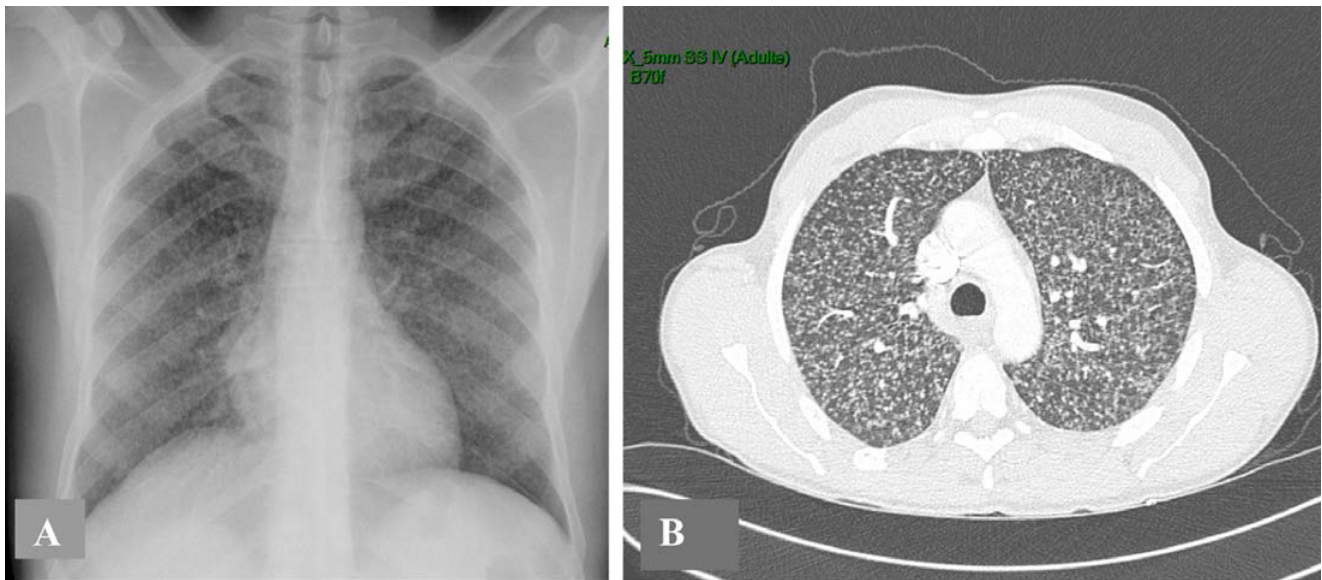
A : radiographie thoracique de face ; B : scanner en coupes parenchymateuses
